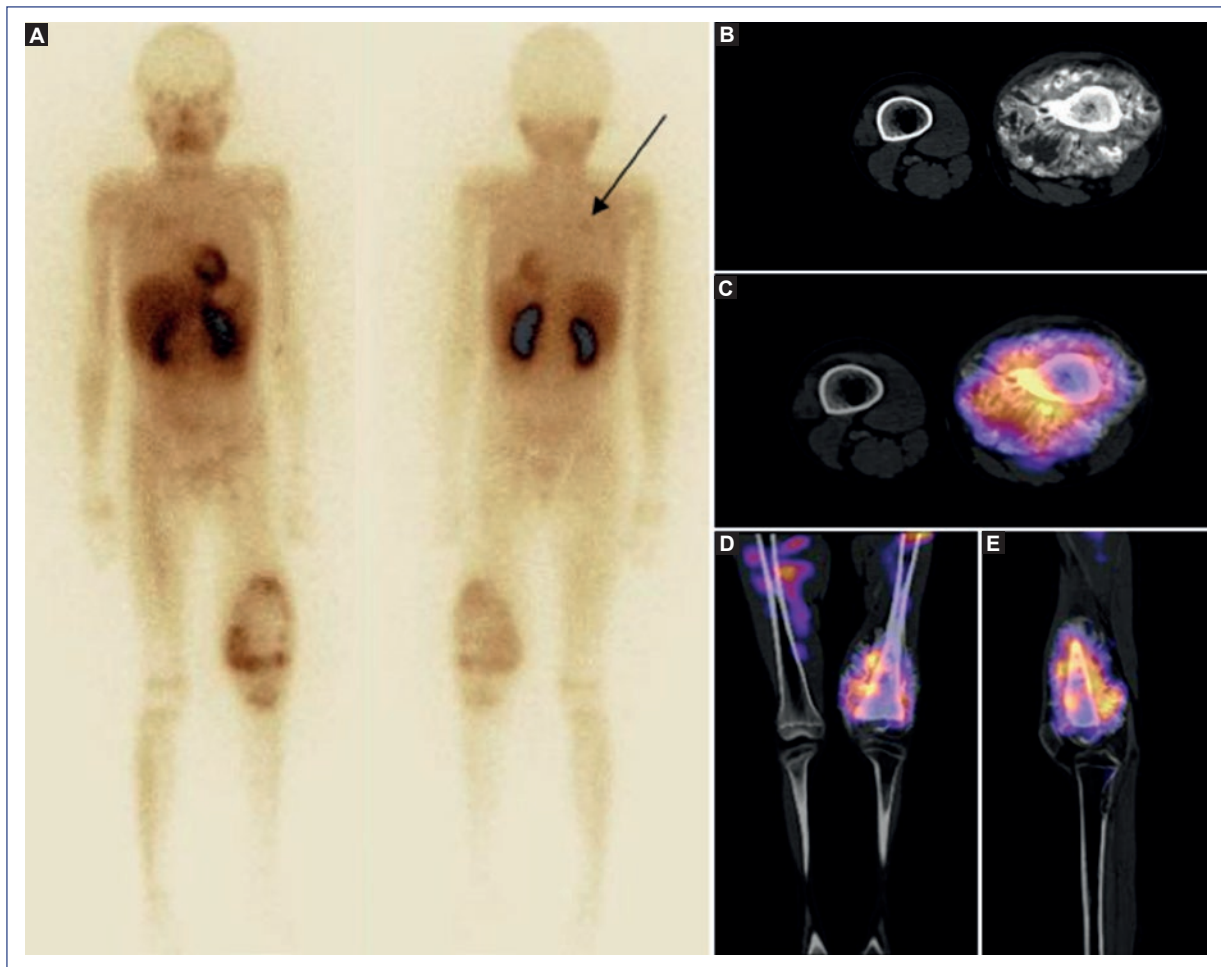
A: rastreo planar de cuerpo completo en proyección anterior y posterior con ^{201}Tl , donde se observa la biodistribución normal, además del aumento focal anormal de la captación en el tercio distal del muslo izquierdo y una zona focal hacia la línea media paraesternal derecha (flecha). Se complementó con SPECT/CT de miembros pélvicos, observando tumoración ósea en tercio distal del fémur izquierdo, la cual erosiona la cortical en el estudio no fusionado (B). Se asoció con una importante captación del radionúclido (C, D, E) al fusionar con la SPECT; la lesión pulmonar fue confirmada por SPECT/CT.
